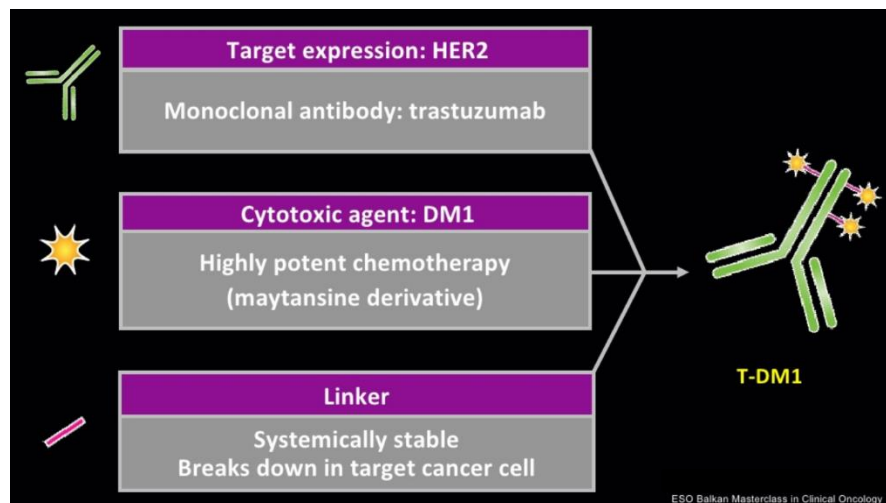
TDM1: The first-in-class HER2 targeted antibody drug conjugate
